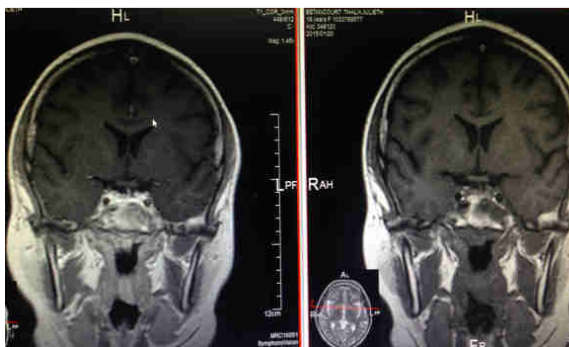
RM cerebral en T1 donde no se evidencia presencia de adenoma de hipófisis.
